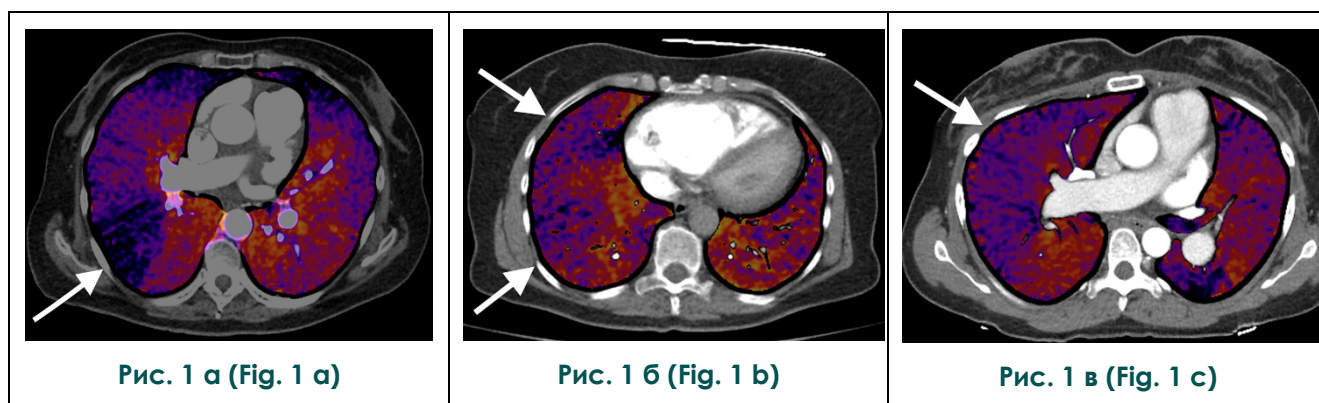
Субтракционная КТ-ангиопульмонография. Перфузионные карты в аксиальной плоскости.
